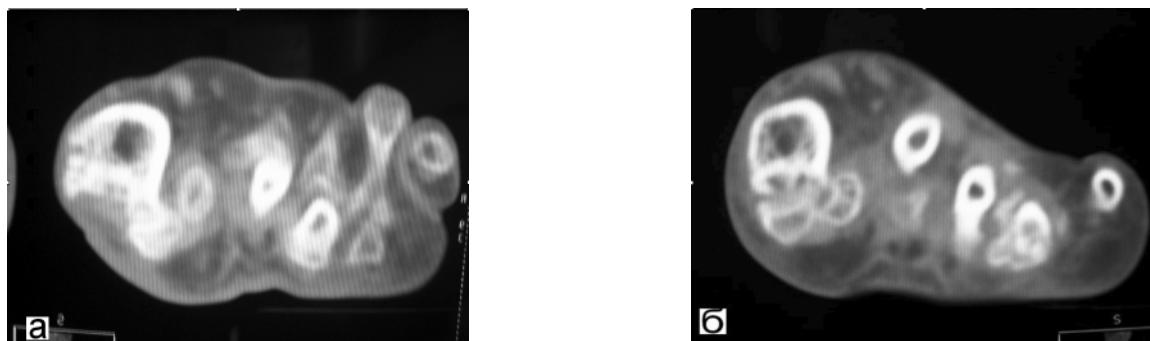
СКТ переднего отдела левой стопы больной С. 52 лет: а – до операции, б – после оперативного вмешательства.
